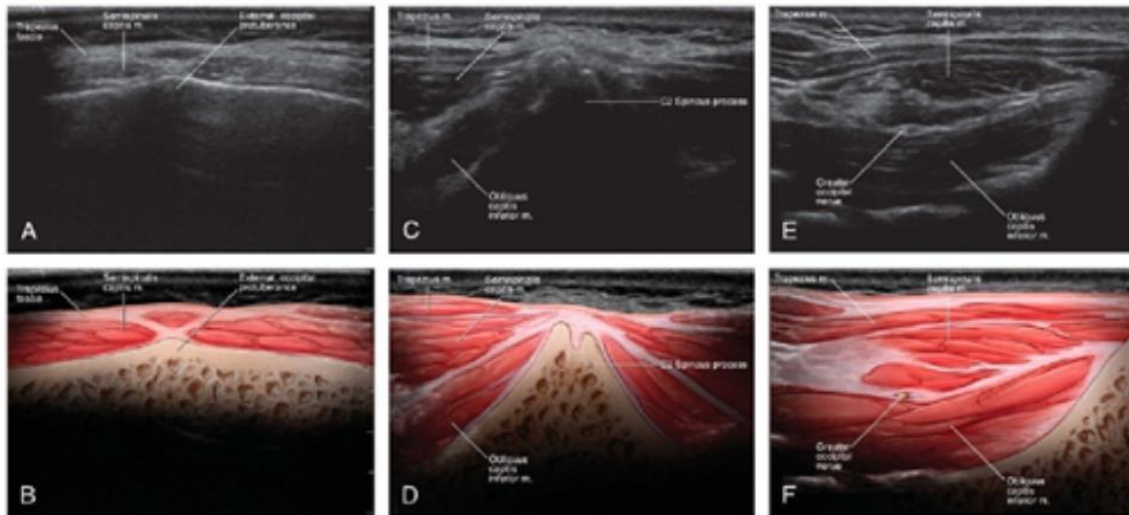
Imágenes de ultrasonido e ilustraciones correspondientes que muestran la anatomía relevante sobre la protuberancia occipital externa (EOP) (A, B), la apófisis espinosa bífida C2 (C, D) y el músculo oblicuo de la cabeza inferior (OCI) (E, F)¹⁶⁶.
